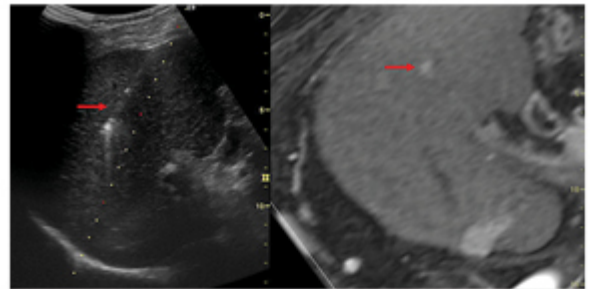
(B). 항법운항영상 유도하 RFA, 초음파로 보이지 않았던 간암은 MR 영상을 초음파에 융합시켰을때 병변이 확인되어(화살표) 전극을 삽입하였다.
